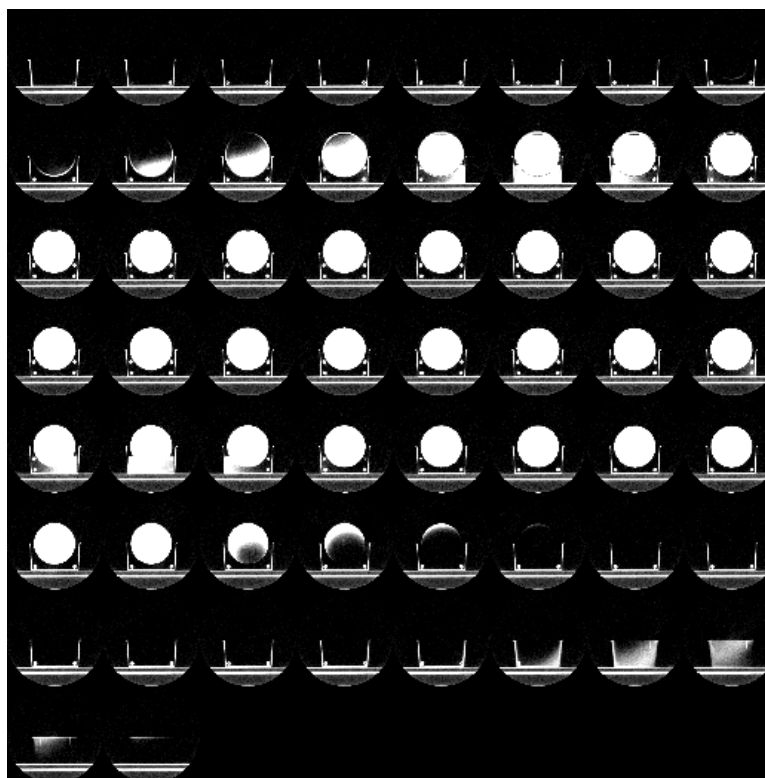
Série de imagens de TC adquiridas com feixe de megavoltagem usadas para planejamento dos tratamentos com IMRT.
